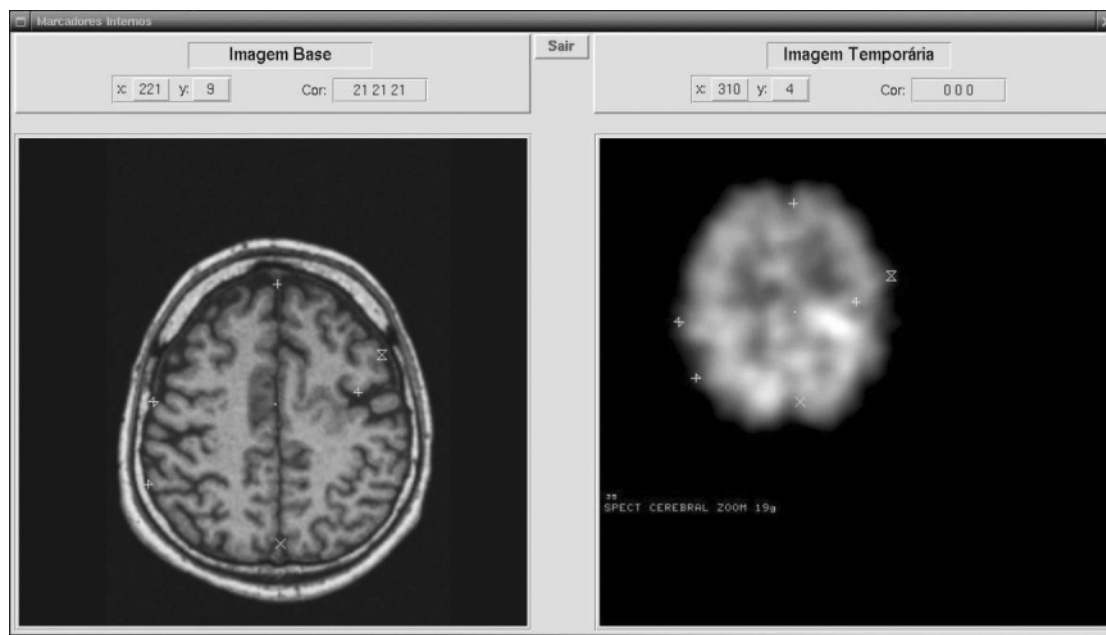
Módulo de Correção. Imagens de RM e de SPECT com marcadores posicionados. Figure 1. Registration Module. MR and SPECT images with positioned markers.
